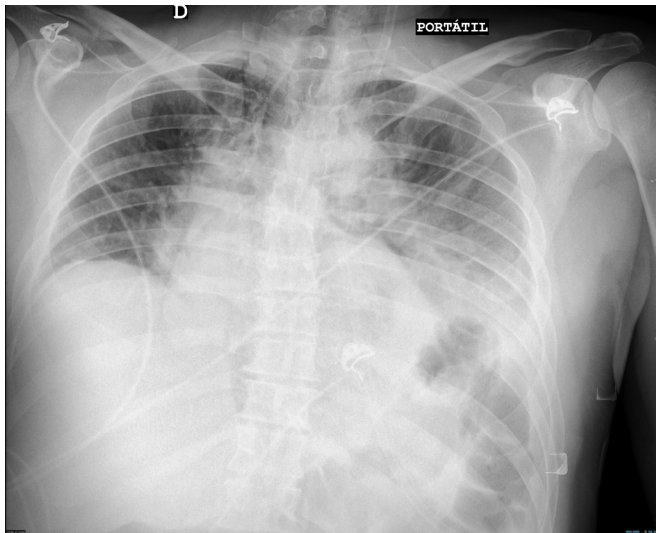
Chest radiograph showing diffuse bilateral infiltrates.
